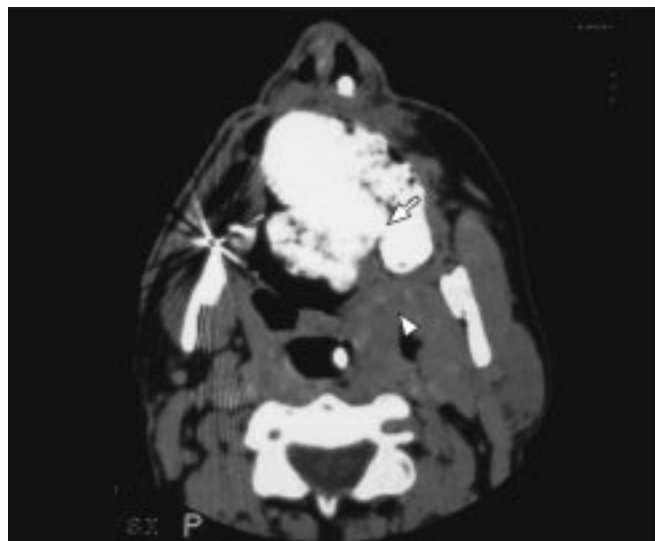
Osteossarcoma. Corte axial de tomografia computadorizada demonstrando a recorrência do tumor (seta). Comprometimento de tecido adiposo e muscular da região do palato e maxila (cabeça de seta).
